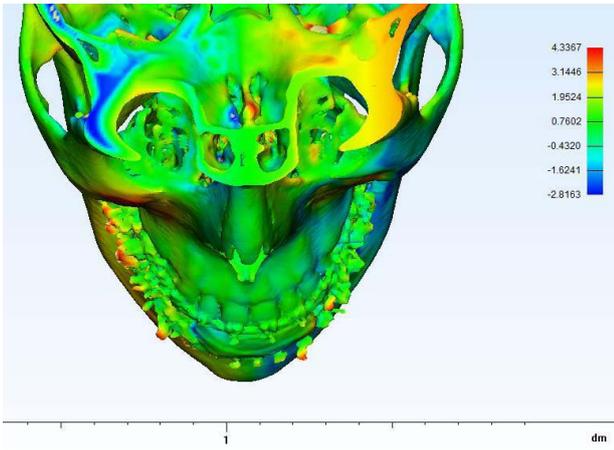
Estudio de asimetrías sobre tomografía tanto en tejidos duros como blandos. Se obtienen las medidas de cada malar a diseñar para lograr la misma proyección de la prótesis en ambos lados.
